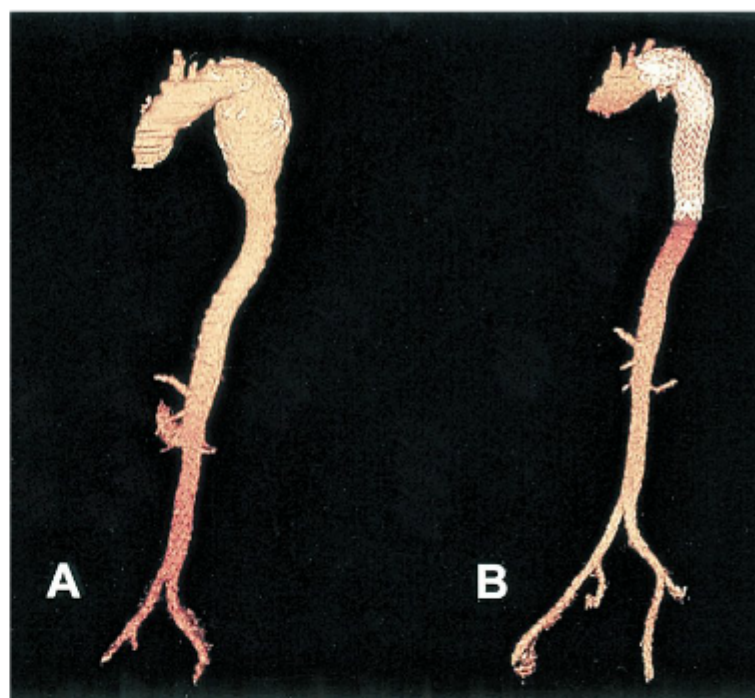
Tomografia computadorizada tridimensional reconstruída da aorta antes (A) e após (B) tratamento de um aneurisma aórtico torácico descendente usando técnica endovascular.
